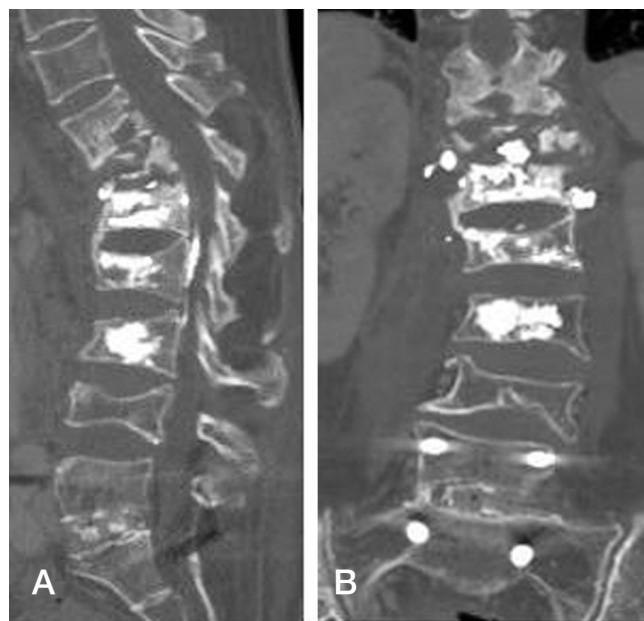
CT images reveal that most of the bone was dissolved and only the cement mass in the T12 body was remaining (A). The PMMA mass in the L1 body seemed to invade the upper end plate (B).
